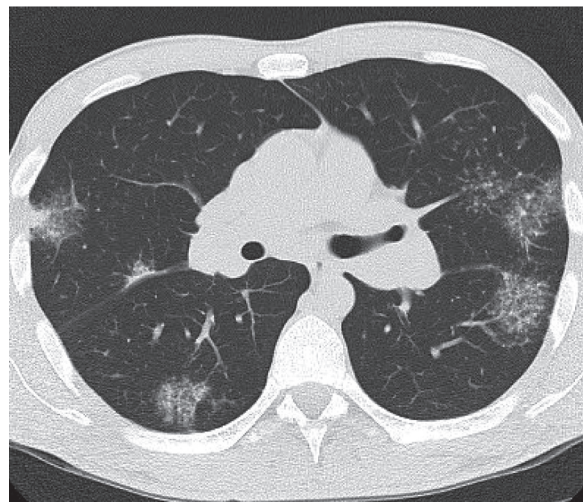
Хворий Б., СКТ органів грудної порожнини.
